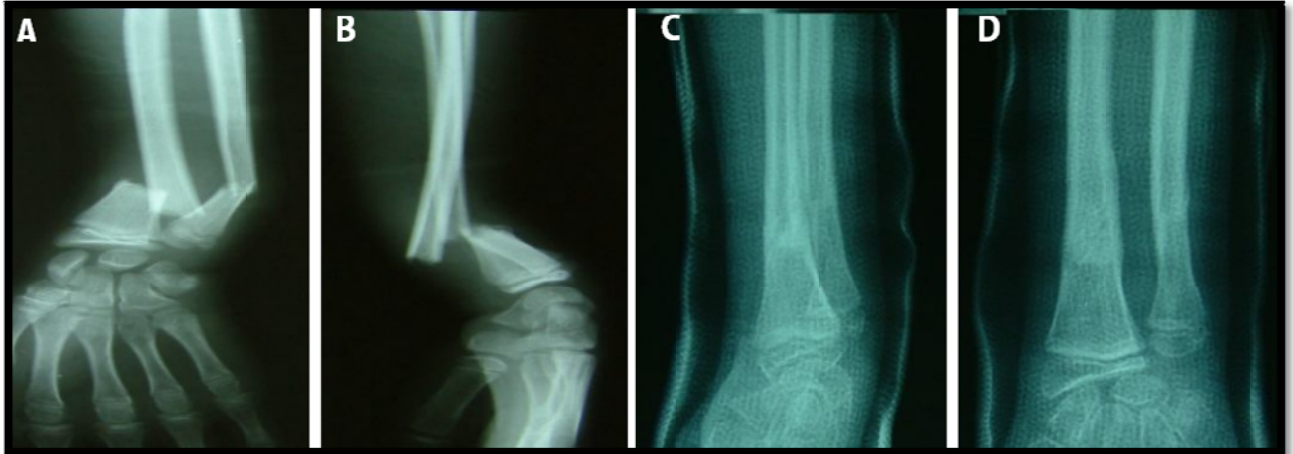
Radiographie de face (A) et de profil (B) du poignet gauche objectivant une fracture métaphysaire à trait transversale du quart inférieur des 2 os de l'avant-bras. Radiographies de contrôle à J21 de face (C) et de profil (D) après réduction orthopédique.
